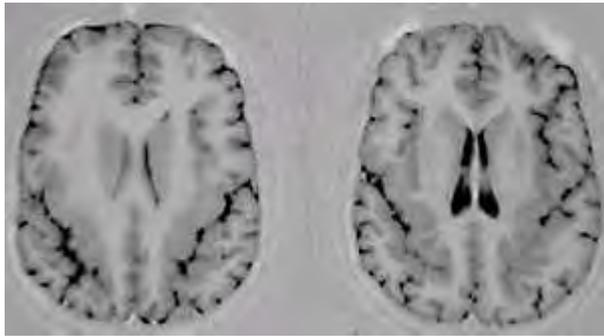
Displasia cortical. Imágenes axiales de RM. Secuencia IR.
